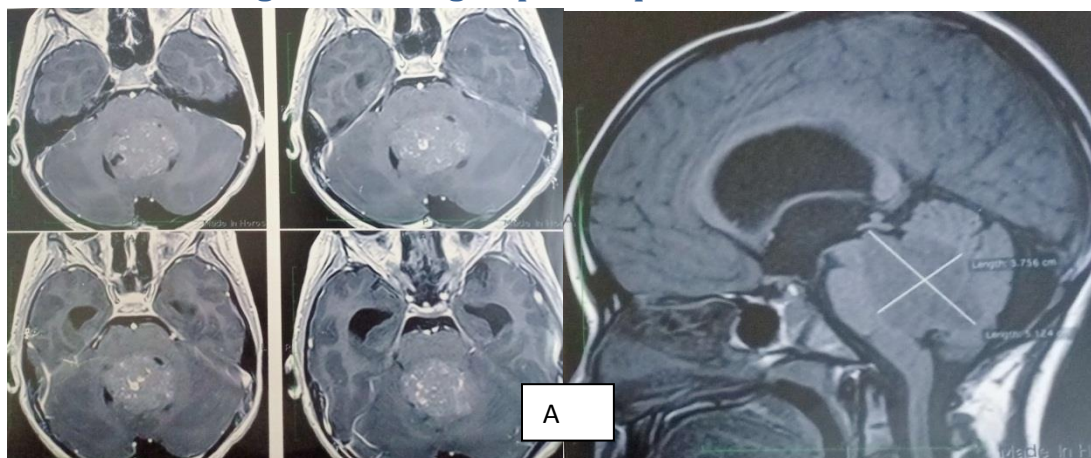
A): IRM cérébrale coupe axiale T1 injecté et sagittale en T1 ou le médulloblastome est en iso signal de siège vermien avec extension au niveau du V4 de taille Supérieur à 4cm avec rehaussement hétérogène.
